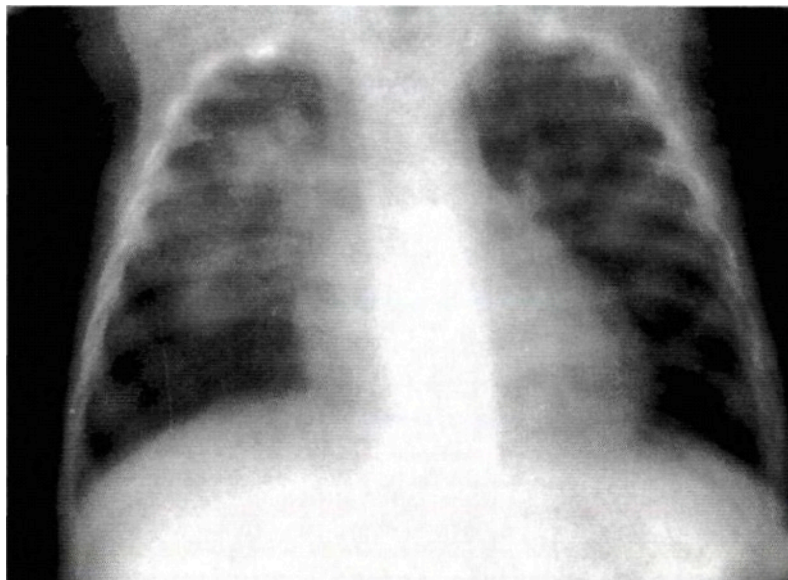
Рентгенограмма грудной клетки больного М. в прямой проекции
